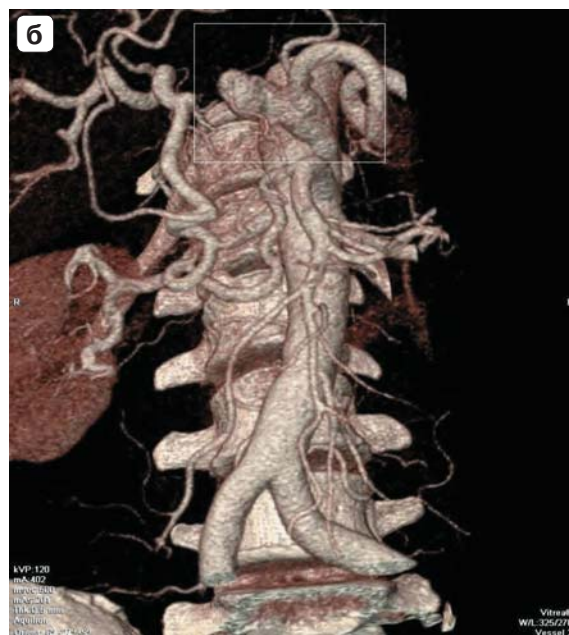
Компьютерные томограммы, 3D-реконструкция. Аневризма ОПА, аневризматическое расширение чревного ствола, стеноз чревного ствола.
